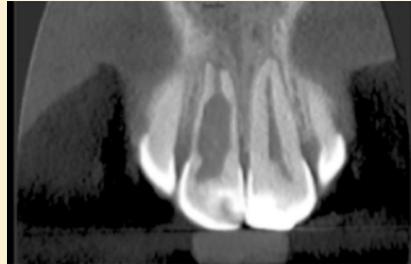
CBCT. Corte coronal.
